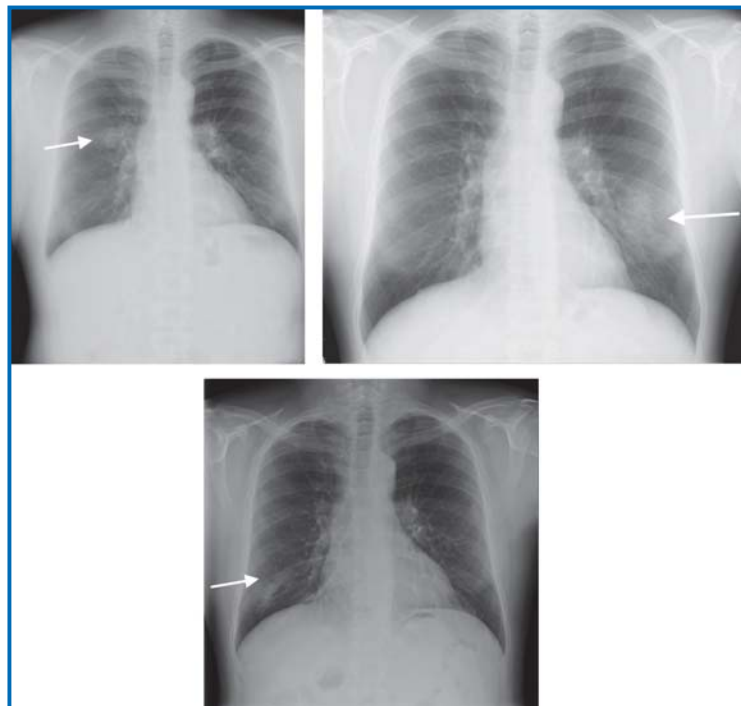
Radiographie thoracique.
